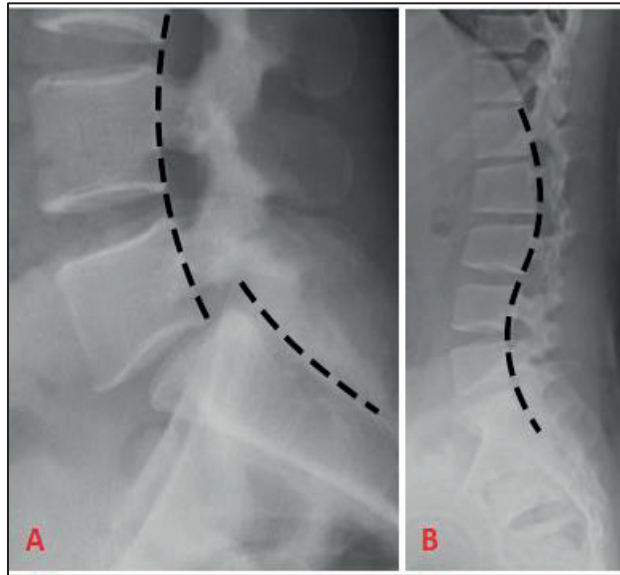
Radiographies lombaires de profil avec pathologies : A) spondylolisthésis L5/S1; B) cyphose lombaire
